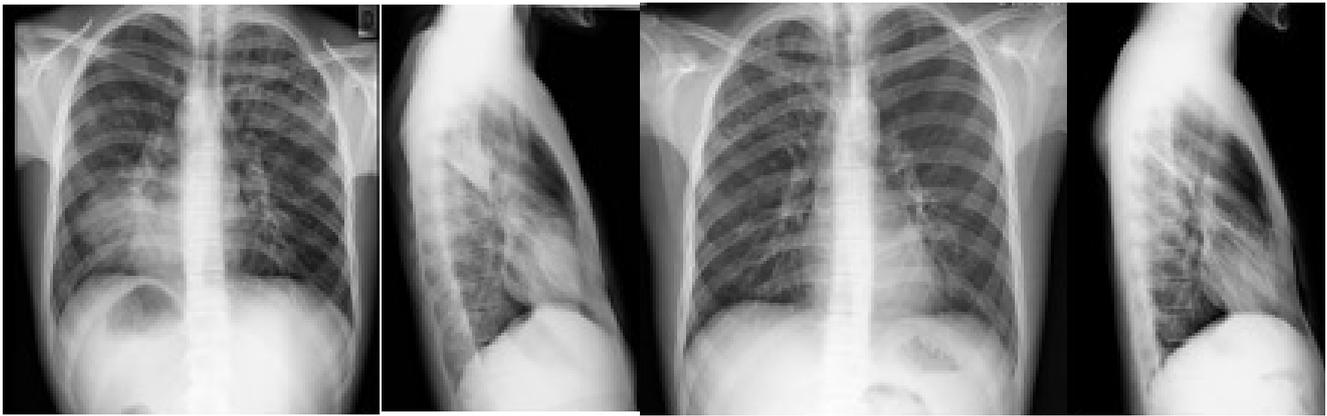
Radiografia del torace al momento del ricovero. Fig.4. Radiografia dopo 15 giorni.
